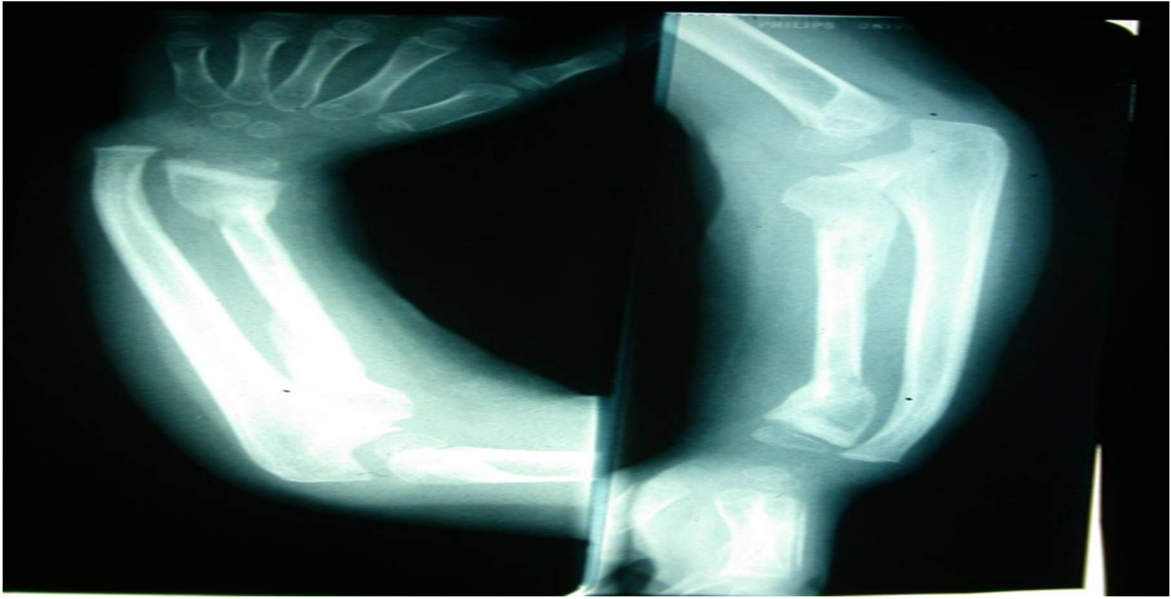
Radiographie montrant la consolidation après 08mois
